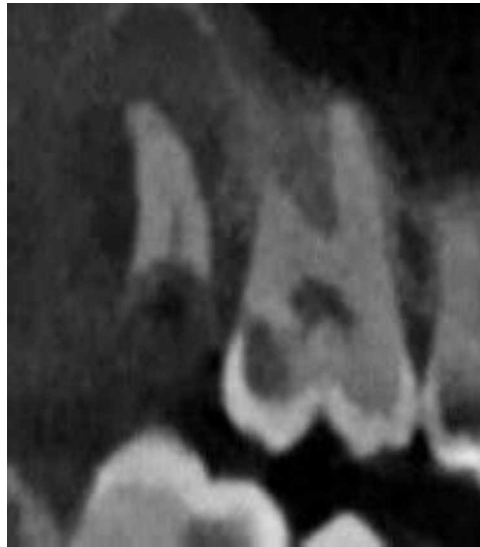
зріз з комп'ютерної томографії пацієнтки О., 43 роки
